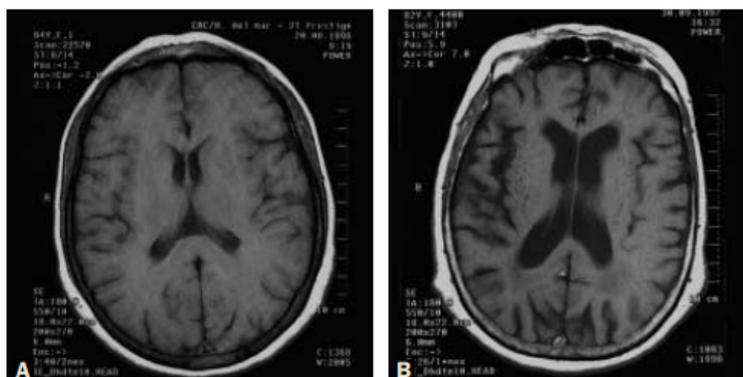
A. Resonancia magnética de una persona normal. B. Resonancia magnética de un paciente de Alzheimer. Fuente: Instituto Municipal de Asistencia Sanitaria. IMAS. Hospital del Mar.
